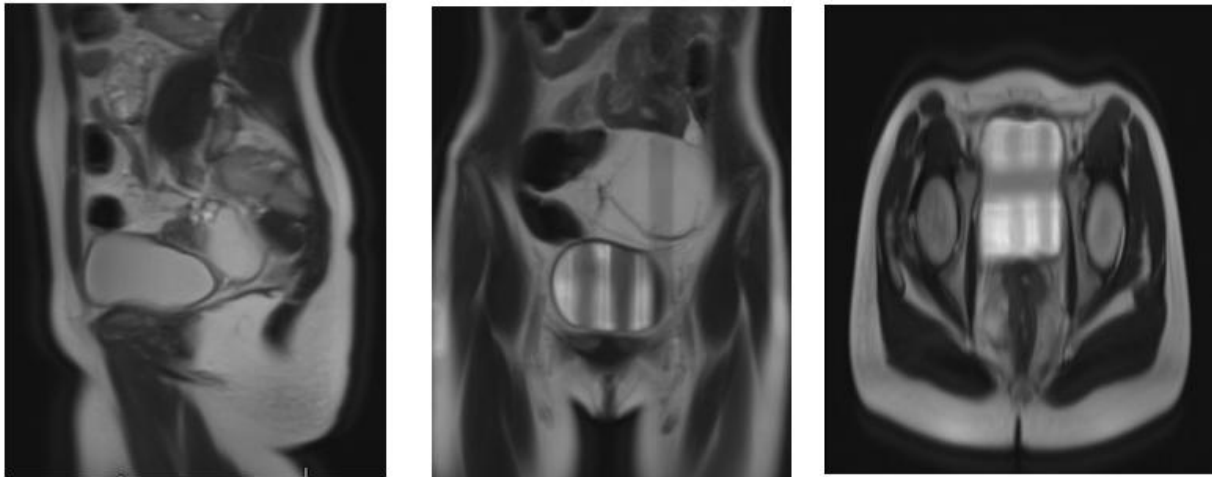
IRM . Coupes axiale (à droite), coronale (au milieu) et sagittale (à gauche) montrant une énorme masse graisseuse intra péritonéale
